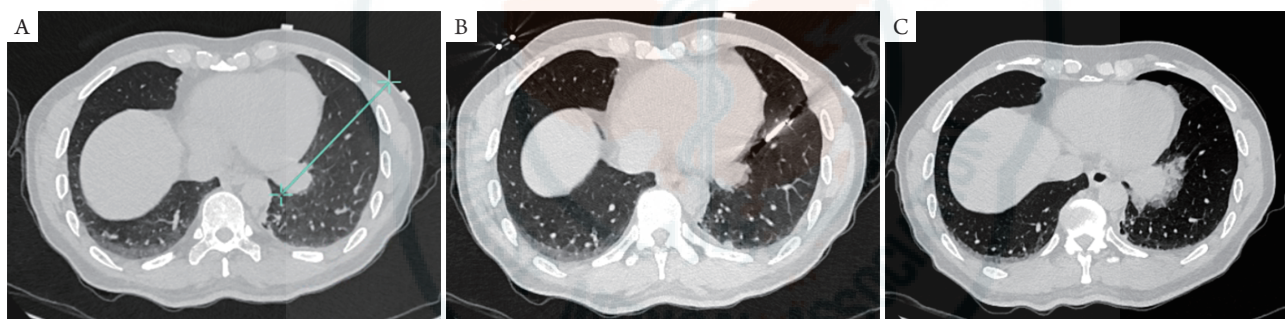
穿刺手术机器人辅助肺癌冷冻消融临床案例。男性患者，57岁，病灶位于左肺下叶，左心室下方主动脉旁（3.0 cm × 3.0 cm）：穿刺手术机器人手术规划系统界面显示规划路径（A；紫色所示）；完成穿刺定位后CT扫描验证（B）；冷冻消融后CT扫描（C）
